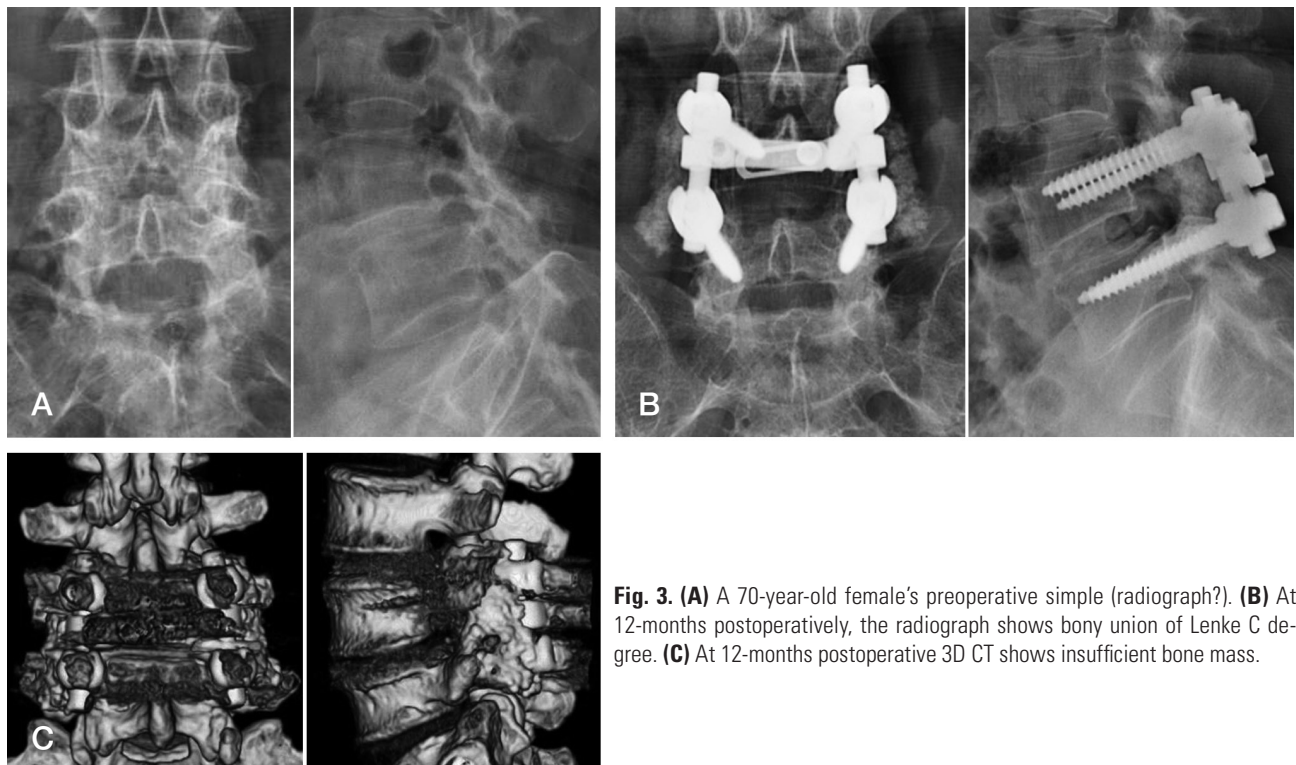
(A) A 70-year-old female's preoperative simple (radiograph?). (B) At 12-months postoperatively, the radiograph shows bony union of Lenke C degree. (C) At 12-months postoperative 3D CT shows insufficient bone mass.
